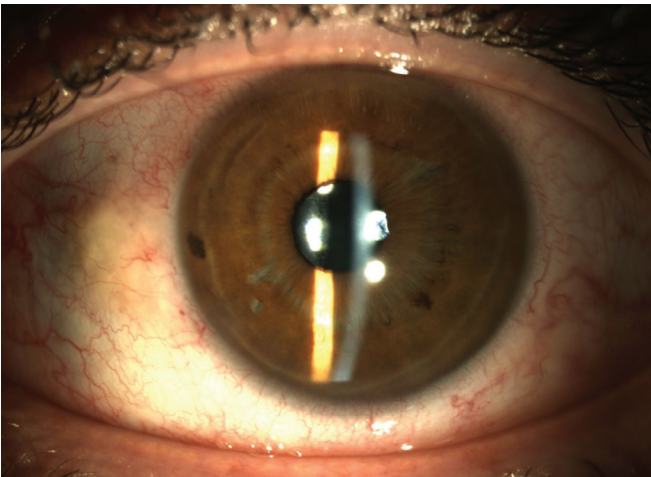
Olguya yapılan ultrasonik biyometri (UBM), (a), ön segment renkli görüntülemeler (b).
